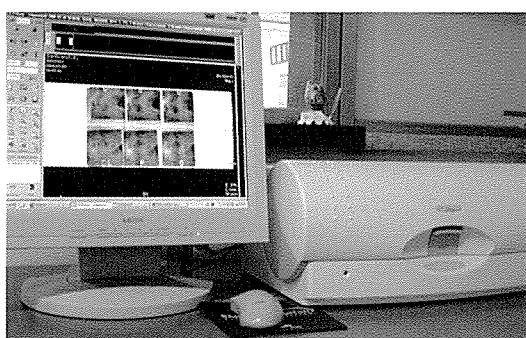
교합사진과 악관절 영상을 위한 Computed Radiography
